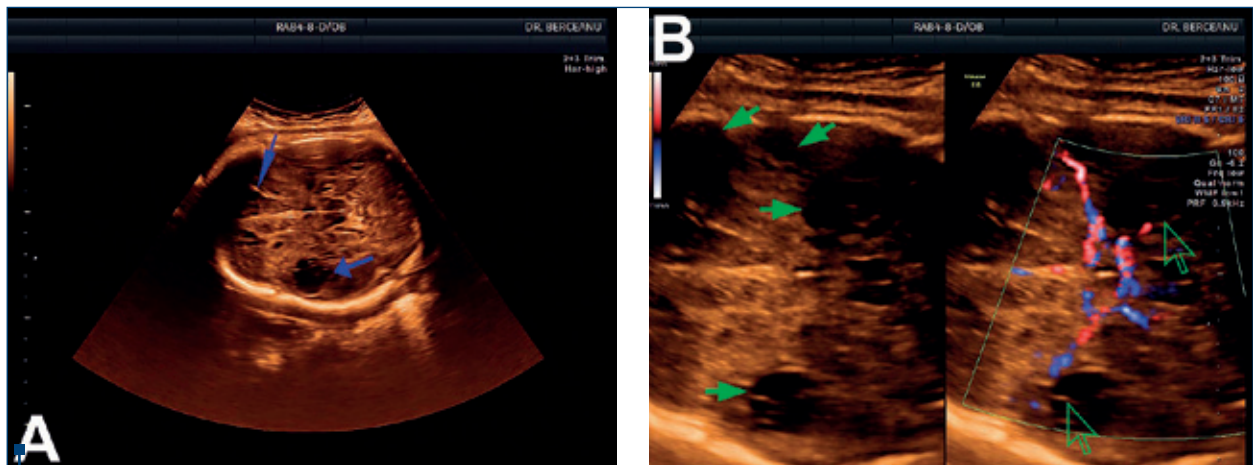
A. Imagine ultrasonografică transabdombinală în secțiune transversală a capului fetal, demonstrând chisturi porencefalice (săgeți albastre). B. Imagine ultrasonografică transabdombinală în secțiune transversală a capului fetal, demonstrând chisturi porencefalice (săgeți verzi compacte) și infarctizare/hemoragie în teritoriul arterelor cerebrale (dual power Doppler HDflow) (săgeți verzi transparente)
